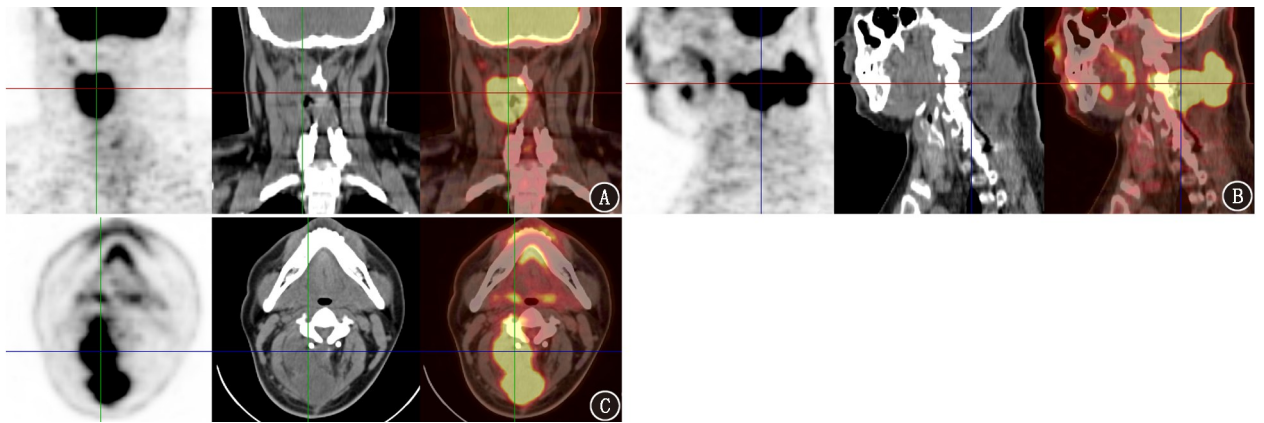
脊髓损伤干细胞移植治疗后畸胎瘤患者(男, 33 岁)<sup>18</sup>F-FDG PET/CT 显像图。冠状面(A)、矢状面(B)及横断面(C)图像示颈 3~5 椎体水平右侧竖脊肌区不规则囊实性低密度影, <sup>18</sup>F-FDG 代谢增高, SUV<sub>max</sub> 为 10.7, 边界欠清晰, 与相邻颈 3 椎体、颈 3,4 椎板分界不清, 呈侵袭性表现, 且无明显高密度钙化影。成熟的畸胎瘤多无明显<sup>18</sup>F-FDG 代谢增高, 部分区域可呈代谢缺失, 未成熟畸胎瘤或畸胎瘤恶变者可呈囊实性密度且<sup>18</sup>F-FDG 代谢可明显增高<sup>[1-3]</sup>。本例为囊实性密度及 FDG 明显高代谢, 符合恶性畸胎瘤表现, 结合其病史, 考虑为移植干细胞来源
